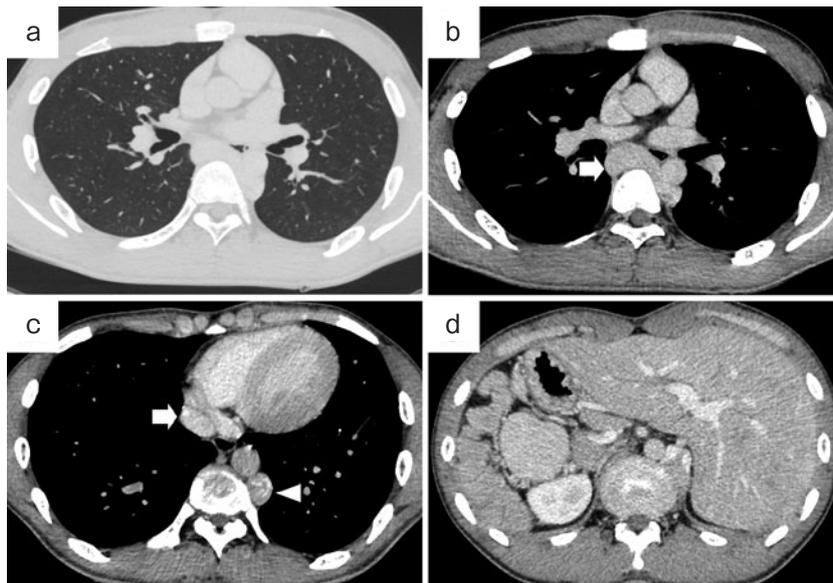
初診時胸腹部造影CT（水平断）。(a) 肺は両側二分葉で気管支は対称である。(b) 半奇静脈が大動脈の背側で奇静脈へ接続し、奇静脈は拡張している（矢印）。(c) 肝静脈は右心房へ直接流入し（矢印）、下大静脈の流入を受け拡張した半奇静脈が下行大動脈の左背側を走行している（矢頭）。(d) 腹腔内臓器は逆位で多脾症を合併している。
